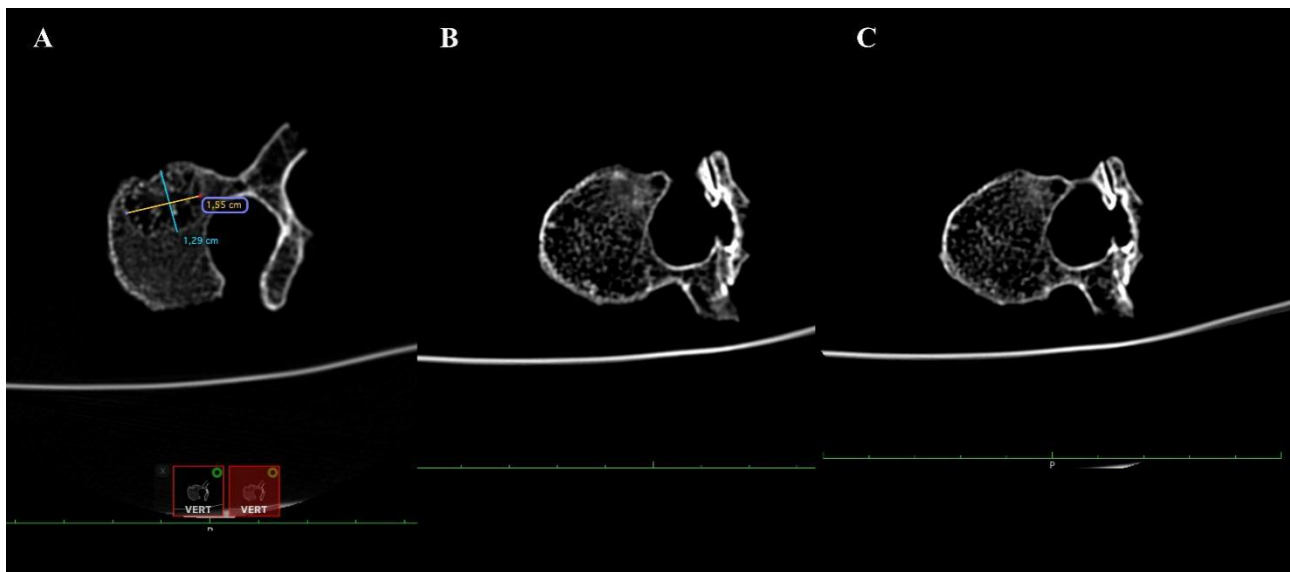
Tomografia computerizzata (TC) delle vertebre toraciche, vista superiore. A: misure dell'ascesso del corpo vertebrale T6: 1,55 cm in senso sagittale e 1,29 cm in senso trasversale. B e C: anchilosi ossea secondaria tra le faccette articolari inferiori di T6 e le faccette articolari superiori di T7.
